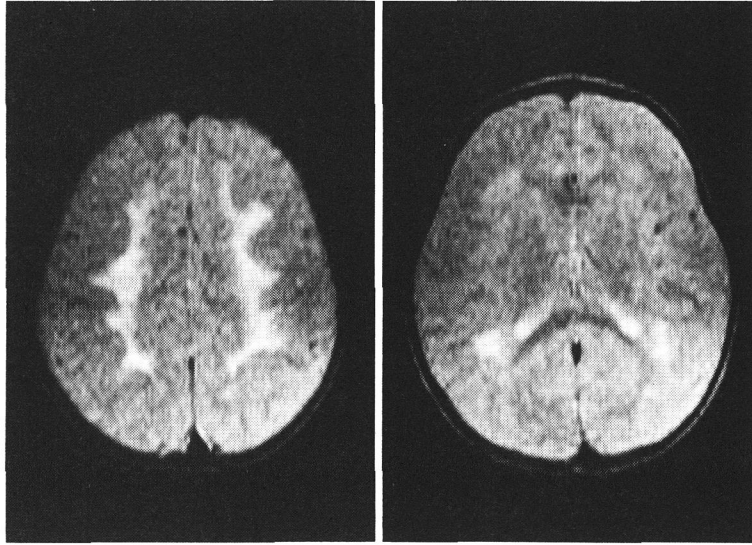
症例2のMRI. TR2000, TE22, proton density 像
